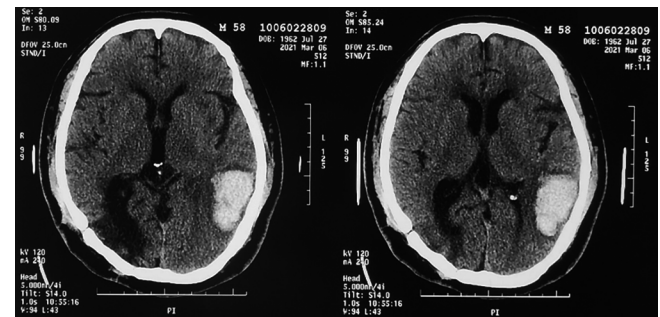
第 2 次脑出血后头颅 CT 影像学资料
